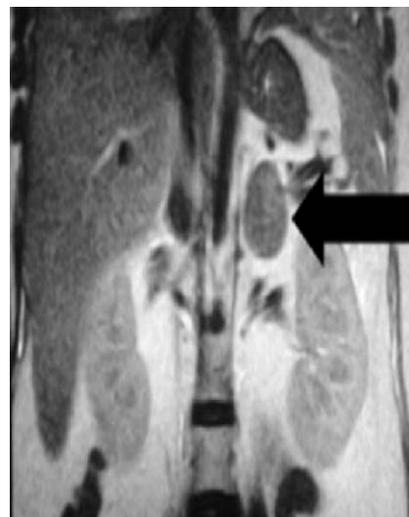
Imagen de resonancia magnética abdominal de una tumoración en glándula suprarrenal derecha sugestivo de adenoma cortical.
